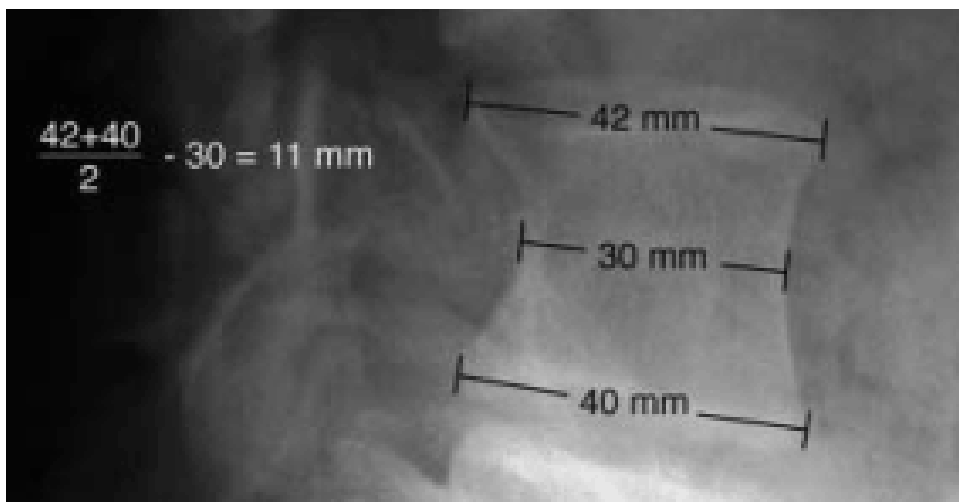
Рисунок В.11. – Измерение степени сужения тела позвонка на уровне L5 для диагностики дуральной эктазии рентгенологическим методом.
